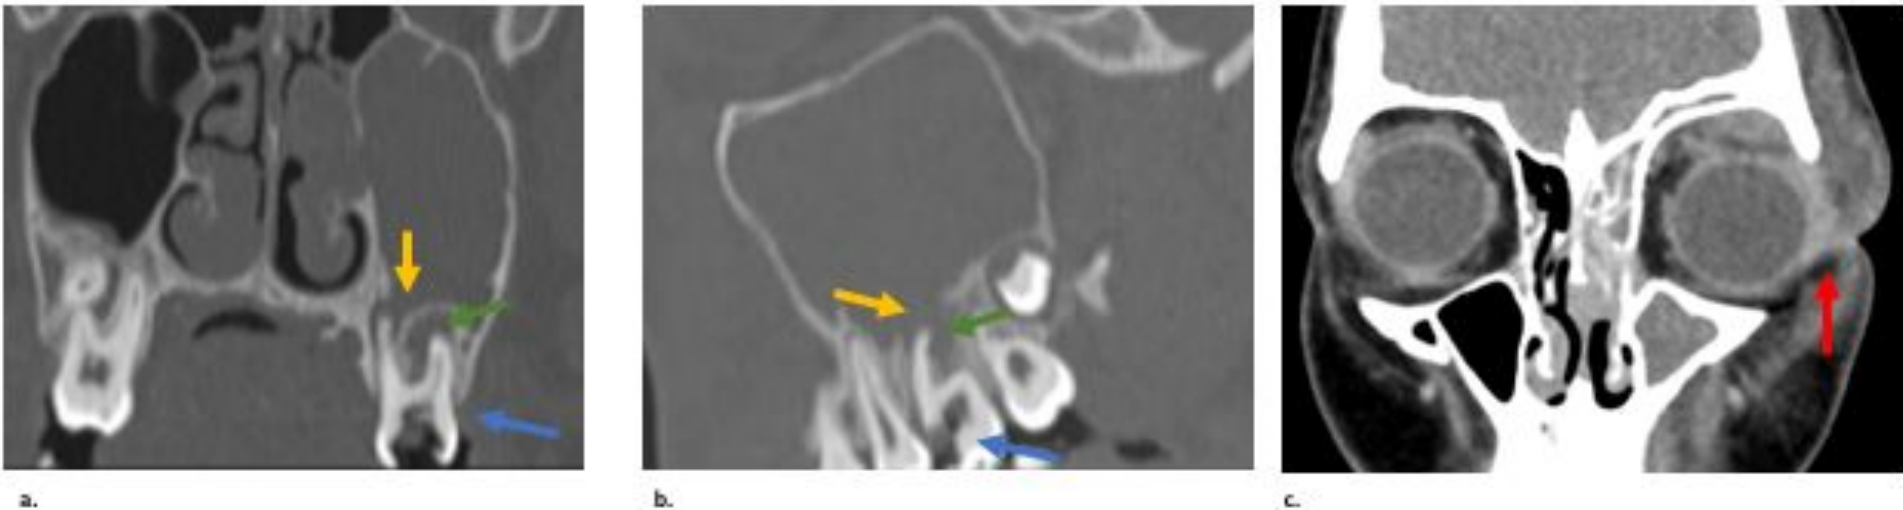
(a) Imagen de TC coronal (ventana ósea) e (b) imagen de TC sagital (ventana ósea). Caries en un diente (flecha azul) con cambios inflamatorios perirradiculares (flecha verde) asociados a una ruptura de la pared inferior del seno maxilar (flecha amarilla) con ocupación completa del seno. Estos hallazgos son compatibles con una sinusitis odontogénica. (c) Imagen de TC coronal (ventana de tejidos blandos). Cambios inflamatorios flemonosos en el tejido celular subcutáneo periorbital y frontal izquierdo adyacente al seno maxilar izquierdo ocupado, sin que se observe una alteración ósea clara
